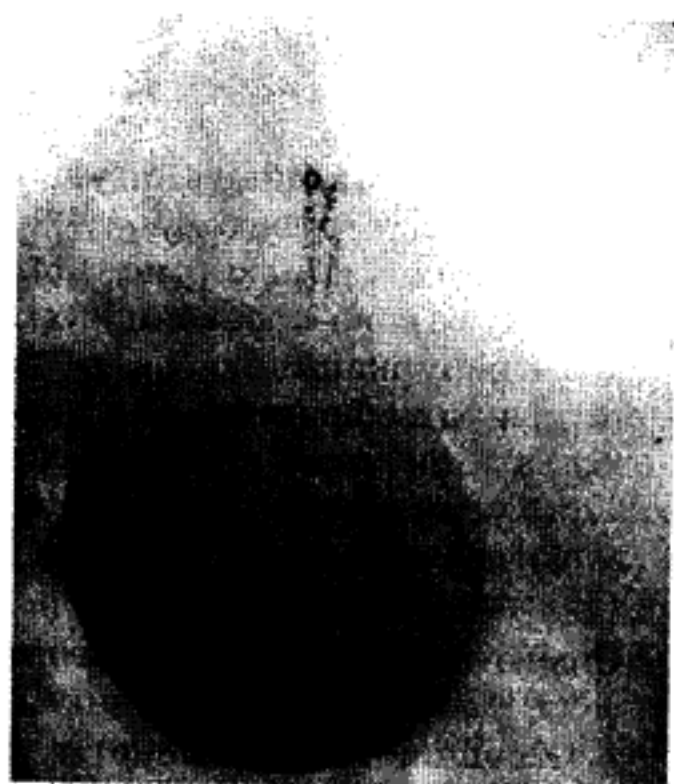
А, Б. Глотково-стравохідний дивертикул (Ценкера). Контрастні езофагорентгенограми.
